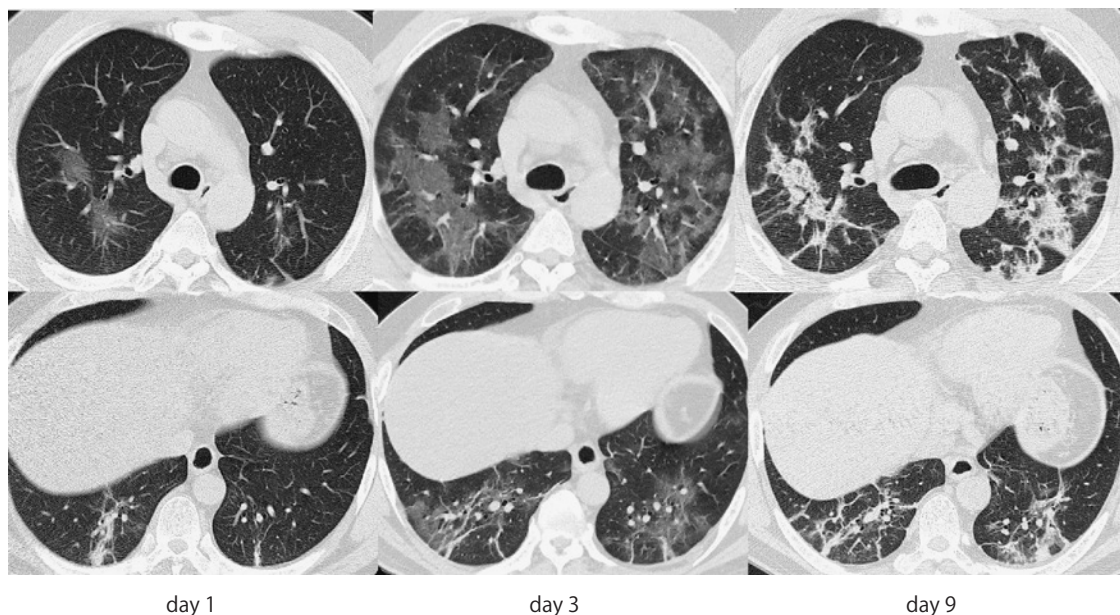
40歳代男性（中等症）の胸部CT所見の経時的変化
